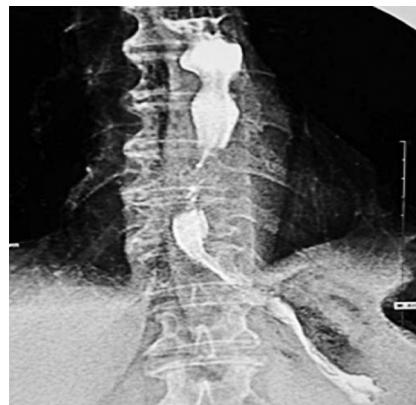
Рентгенография пищевода на третьи сутки после оперативного лечения
